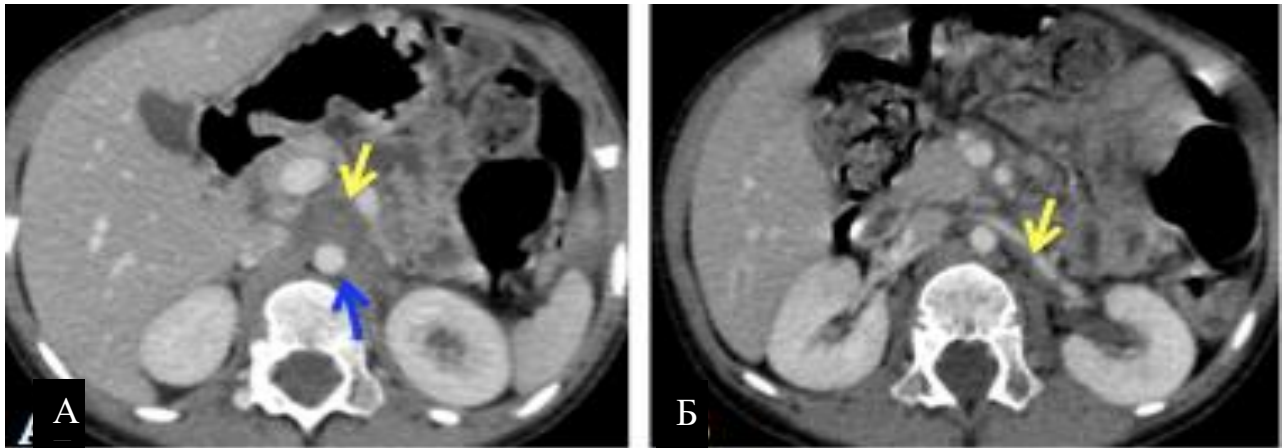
Тот же пациент, что и на Рисунке 11. КТ после хирургического лечения. А: остаточный компонент опухоли в аортокавальном промежутке (желтая стрелка), вовлечение брюшной аорты (синяя стрелка). Б: остаточный компонент опухоли, вдоль левой почечной ножки (желтая стрелка)
